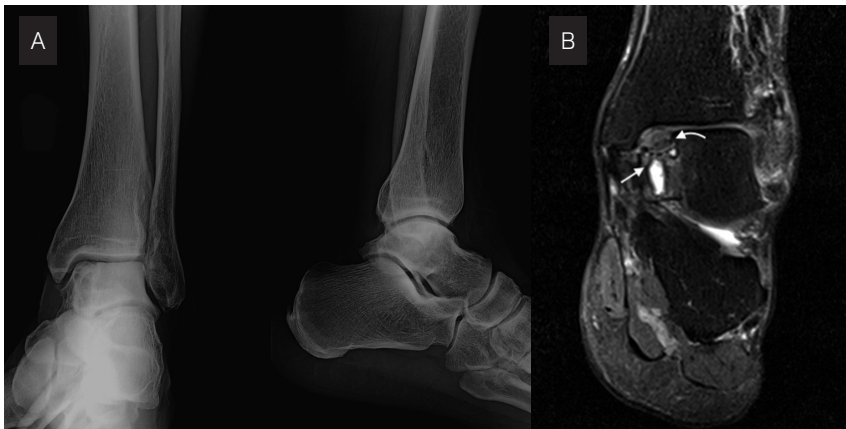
(A) Radiografia simples anteroposterior evidencia irregularidades dos contornos do osso subcondral e fragmento com pequeno desvio (seta curva) com cistos adjacentes (seta). (B) Ressonância magnética do mesmo paciente evidencia fragmento osteocondral destacado e desviado (seta) com edema ósseo e cistos adjacentes (seta curva).
